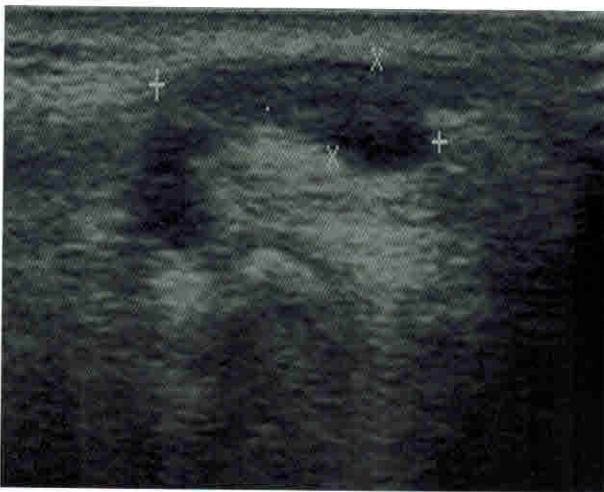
Больной Д., 36 лет. Суставной ганглион тыльной поверхности лучезапястного сустава. УЗИ (В-режим) — образование пониженной эхогенности, неправильной продолговатой формы, имеющее связь с суставом
